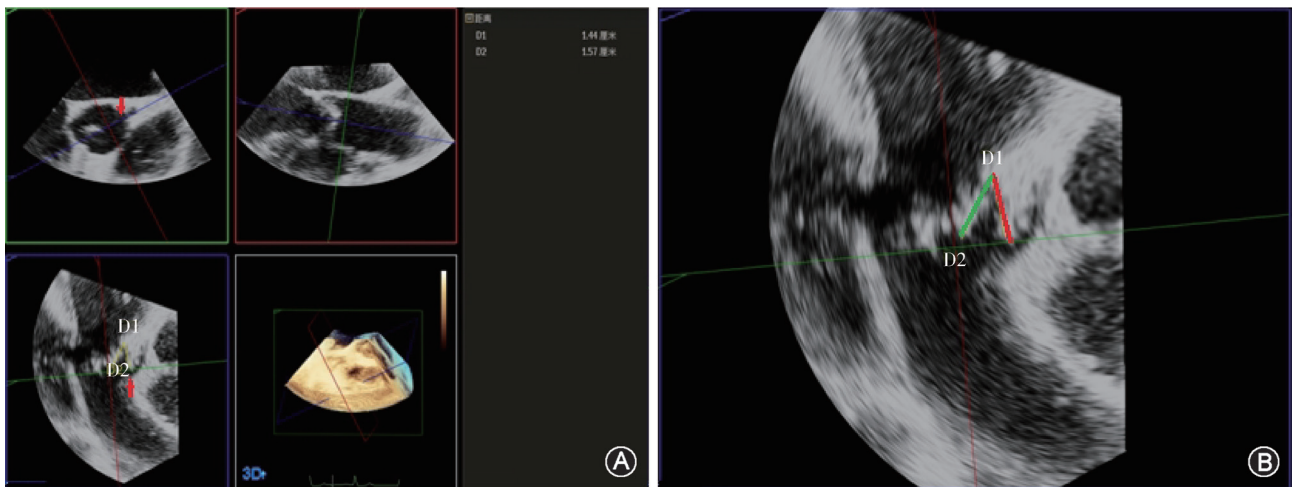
三维经食管超声心动图测量左冠状动脉高度及瓣叶长度。A图在多平面重建中，蓝色框首先从矢状面（红色框）沿主动脉的长轴确定。横断面（绿色框）使蓝色片面与左冠状动脉（红色箭头）保持平行，冠状面（蓝色框）即是左冠状动脉的平面（红色箭头）；B图为用蓝色框测量从左冠状动脉瓣尖的铰链点到左冠状动脉口（红线）的距离以及左冠状动脉瓣叶的长度（绿线）
